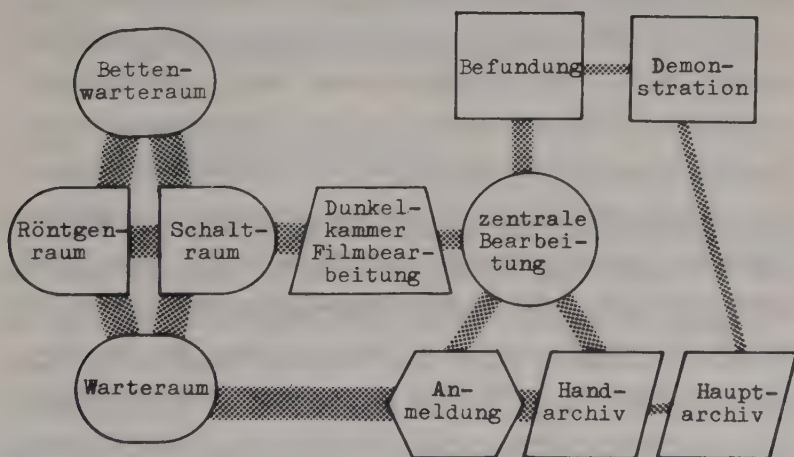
Funktionelle Anordnung einer Röntgenabteilung mit zentraler Dunkelkammer
